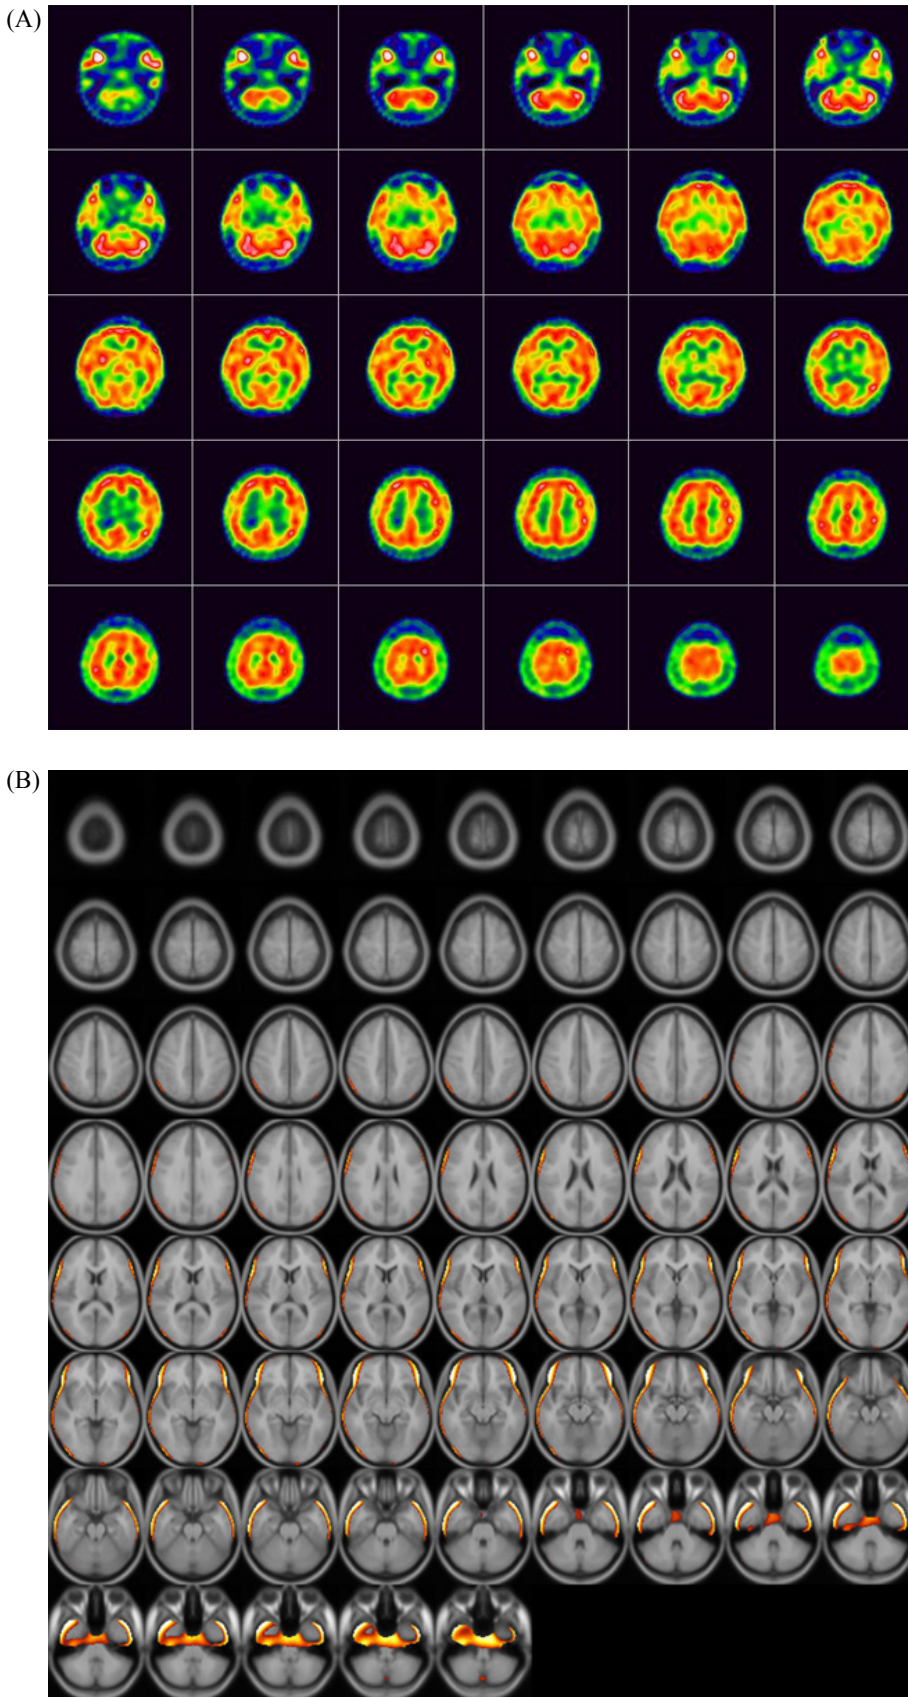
Subtraction of ictal-interictal SPECT coregistered with MRI (SISCOM) image. The ictal SPECT performed 10 seconds after ictus shows no perfusion abnormalities (A). The subtraction of ictal- interictal SPECT coregistered with MRI (SISCOM) axial images demonstrates no difference in perfusion between ictal and interictal periods (B).
